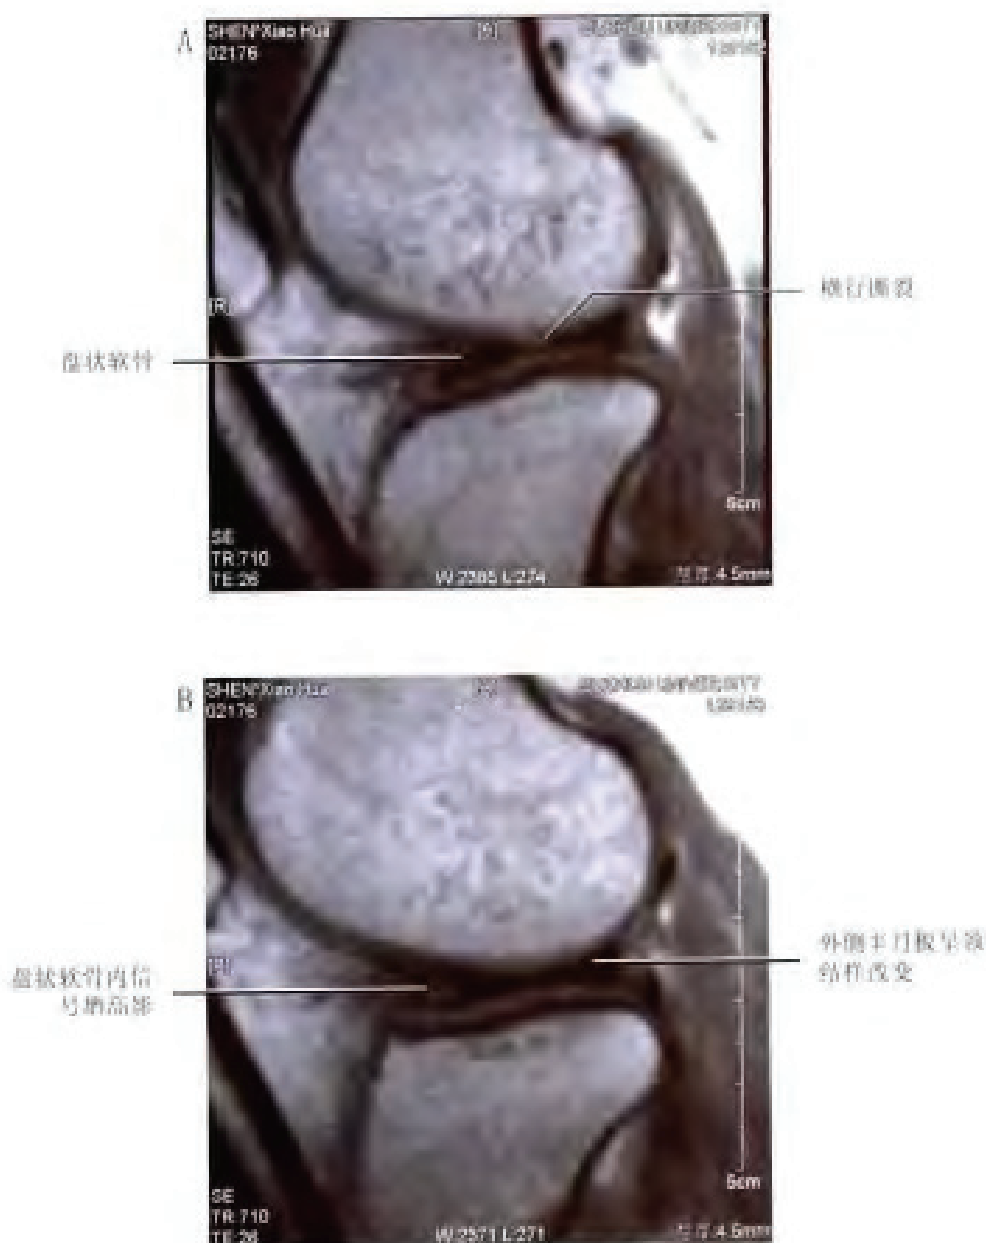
病例 18 MRI 图像（矢状面）
